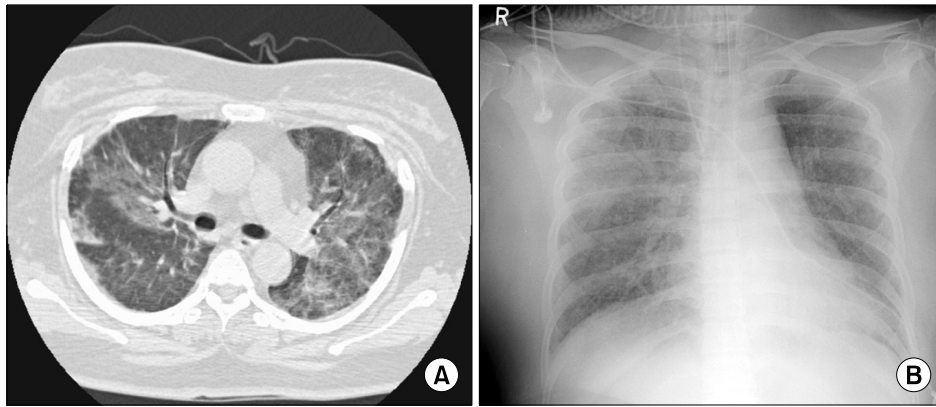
(A) The chest HRCT shows ground glass opacity along the bronchovascular bundle in both lung fields and small subpleural nodules in right upper segment. (B) Chest x-ray shows ground glass opacity in both lung fields on one day before she expired.
